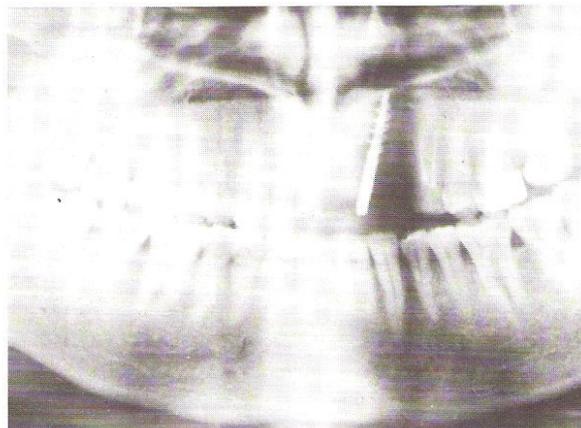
Impianto a vite autofilettante bicorticale eseguito in sostituzione di un incisivo laterale in paziente di anni 14, durante cura ortodontica. (Si notano le immagini radiografiche dell'apparecchiatura ortodontica fissa e dell'arco di raddrizzamento)
